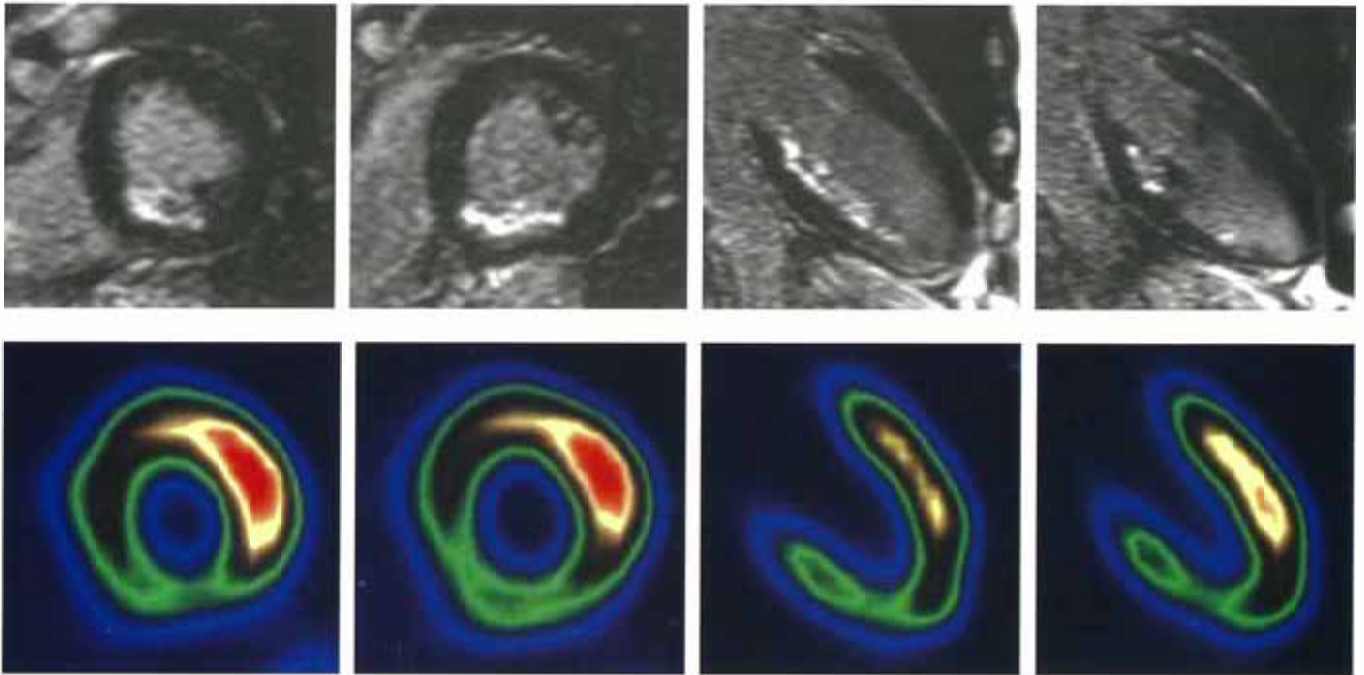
A 59-year-old man with inferior myocardial subendocardial infarcts. Hyper-enhancement in the inferior wall was less than 50% of wall thickness, which indicates preserved regional viability.  $^{201}\text{Tl}$  SPECT images show reduced uptake at less than 50% of peak.
